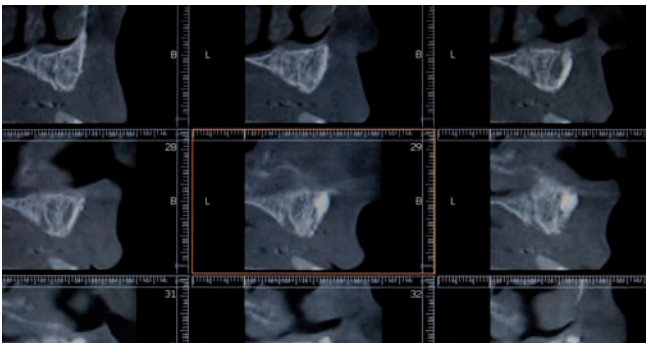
Cortes del CBCT donde se muestra la reconstrucción a nivel de seno maxilar.
